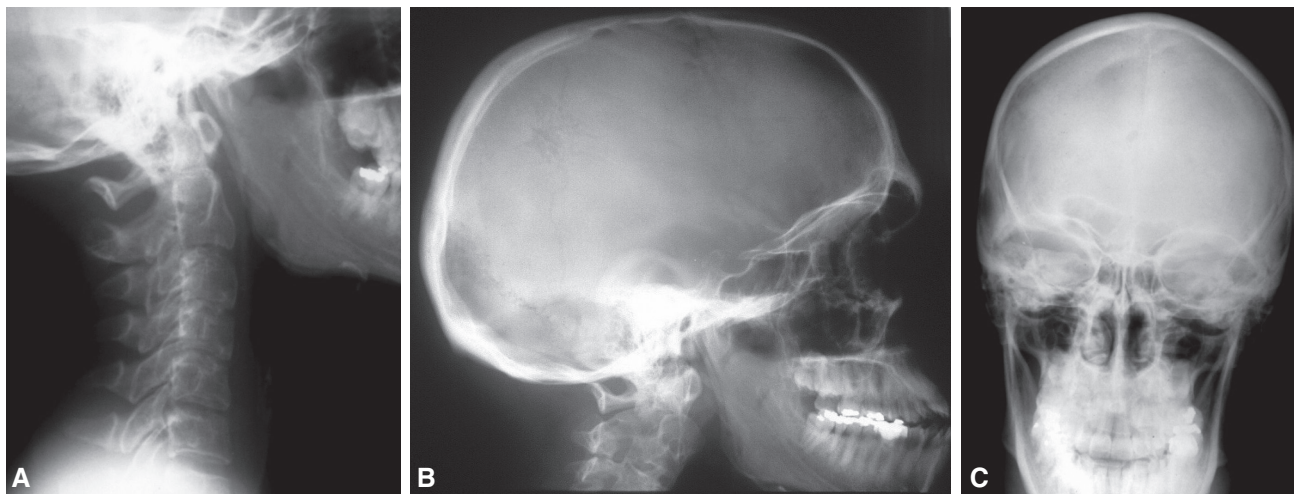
A. Radiografías de columna cervical y cráneo: normales. B. Cráneo de perfil. C. Cráneo de frente.
